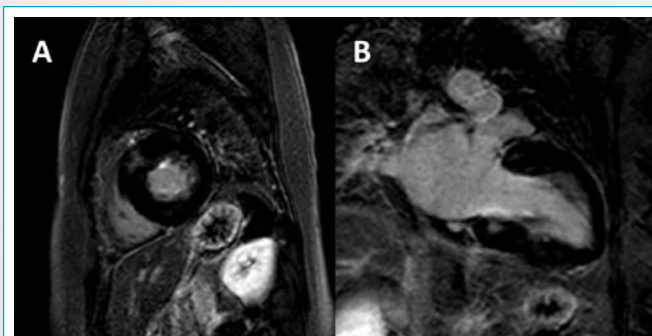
RM, imágenes de realce tardío en eje corto (A) y dos cámaras (B), de la paciente con miocardiopatía hipertrófica correspondiente al Video 1 y Video 2. Presenta el patrón de realce muy típico, con realce mesocárdico tenue en los puntos de inserción del VD, más evidente en el septo anterior, donde la hipertrofia era más marcada
